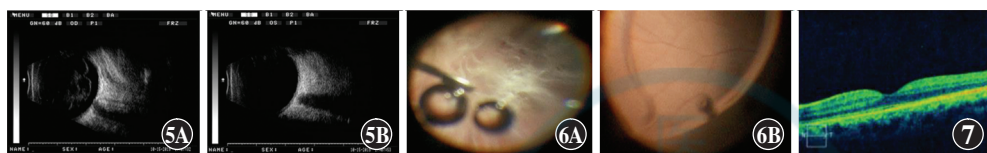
先证者第 2 次住院术前双眼 B 型超声图像 右眼玻璃体混浊, 可见玻璃体腔内膜样物 A: 右眼 B: 左眼 图 6 先证者右眼中眼底图像 A: 术中所见玻璃体腔混浊物 B: 混浊玻璃体切割后周边部眼底 图 7 先证者左术后黄斑部 OCT 黄斑区视网膜结构大致正常
